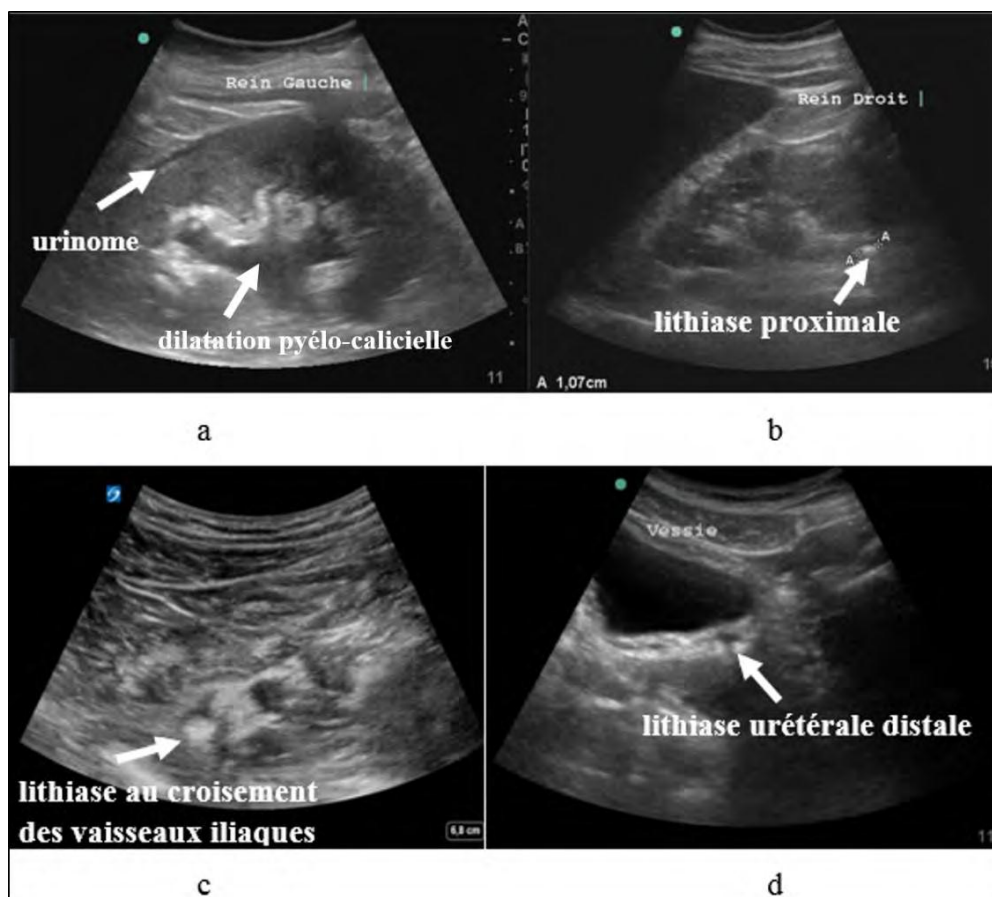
Images échographiques recherchées.
